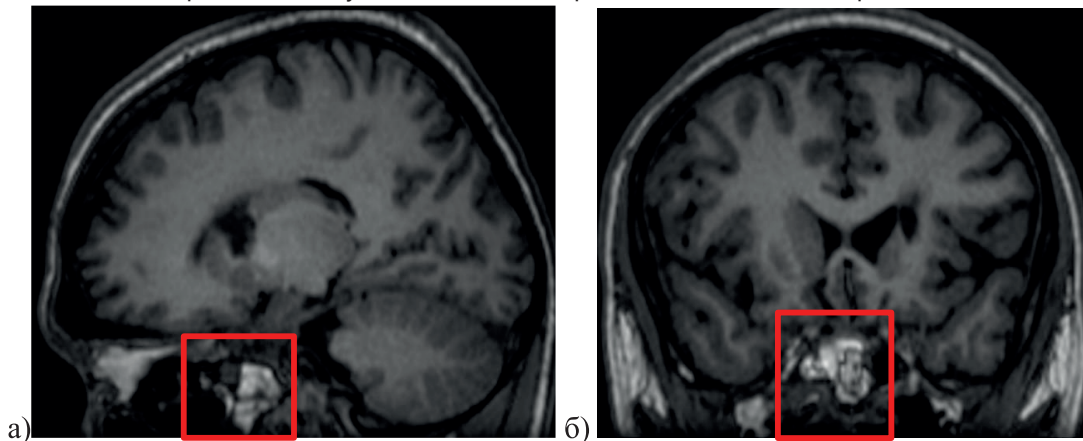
Послеоперационное контрольное МРТ: сагитальный срез в режиме T1. На снимках красным квадратом отмечен зафиксированный аутотрансплантант
